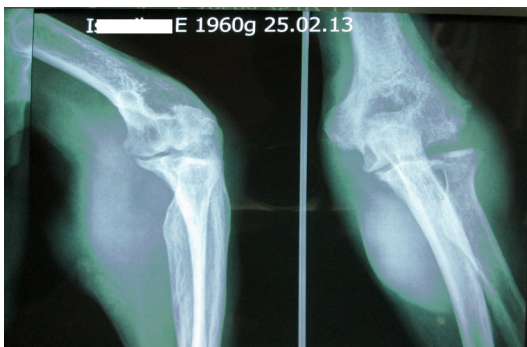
Рентгенограммы правого локтевого сустава больного И.
